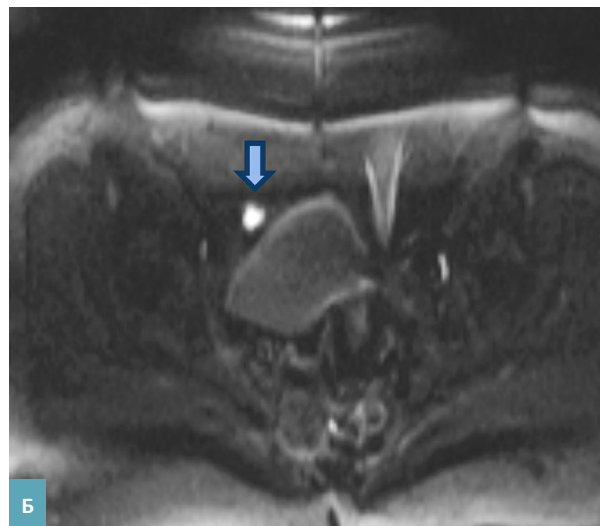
КТ и МР-томограммы в аксиальной проекции у пациентки с серозной аденокарциномой яичника. Перитонеальный очаговый диссеминат (стрелка), расположенный по брюшине правой подвздошной области, размерами 10 × 12 мм (2 балла согласно шкале Sugarbaker). А – КТ-изображение в аксиальной плоскости, венозная фаза болюсного контрастирования; Б – ДВИ в аксиальной проекции, $b = 1500 \text{ с/мм}^2$.
